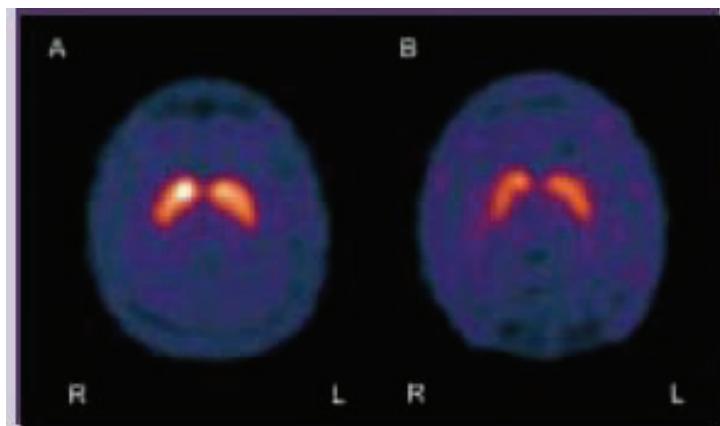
Darstellung der striatären Dopamintransporter im TC-99m-TRODAT-1-SPECT bei einem ADHS-Patienten (A: erhöhte Dichte vor Therapiebeginn; B: deutliche Reduktion der Dichte durch Methylphenidat; aus Krause et al., 2000)
